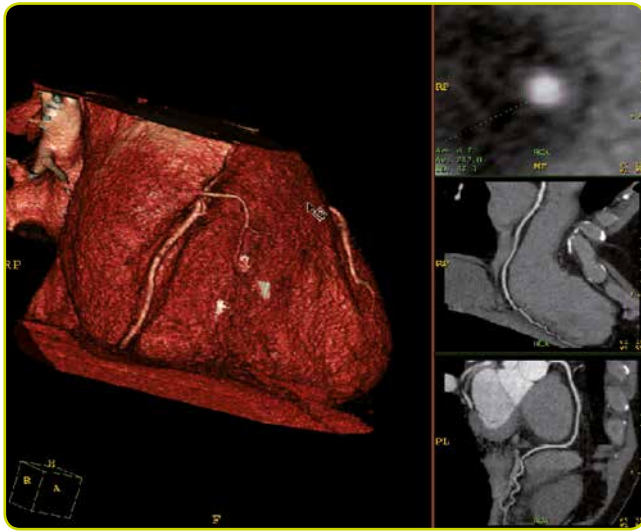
Arteria circunfleja sin lesiones valorada mediante TAC multicorte.
